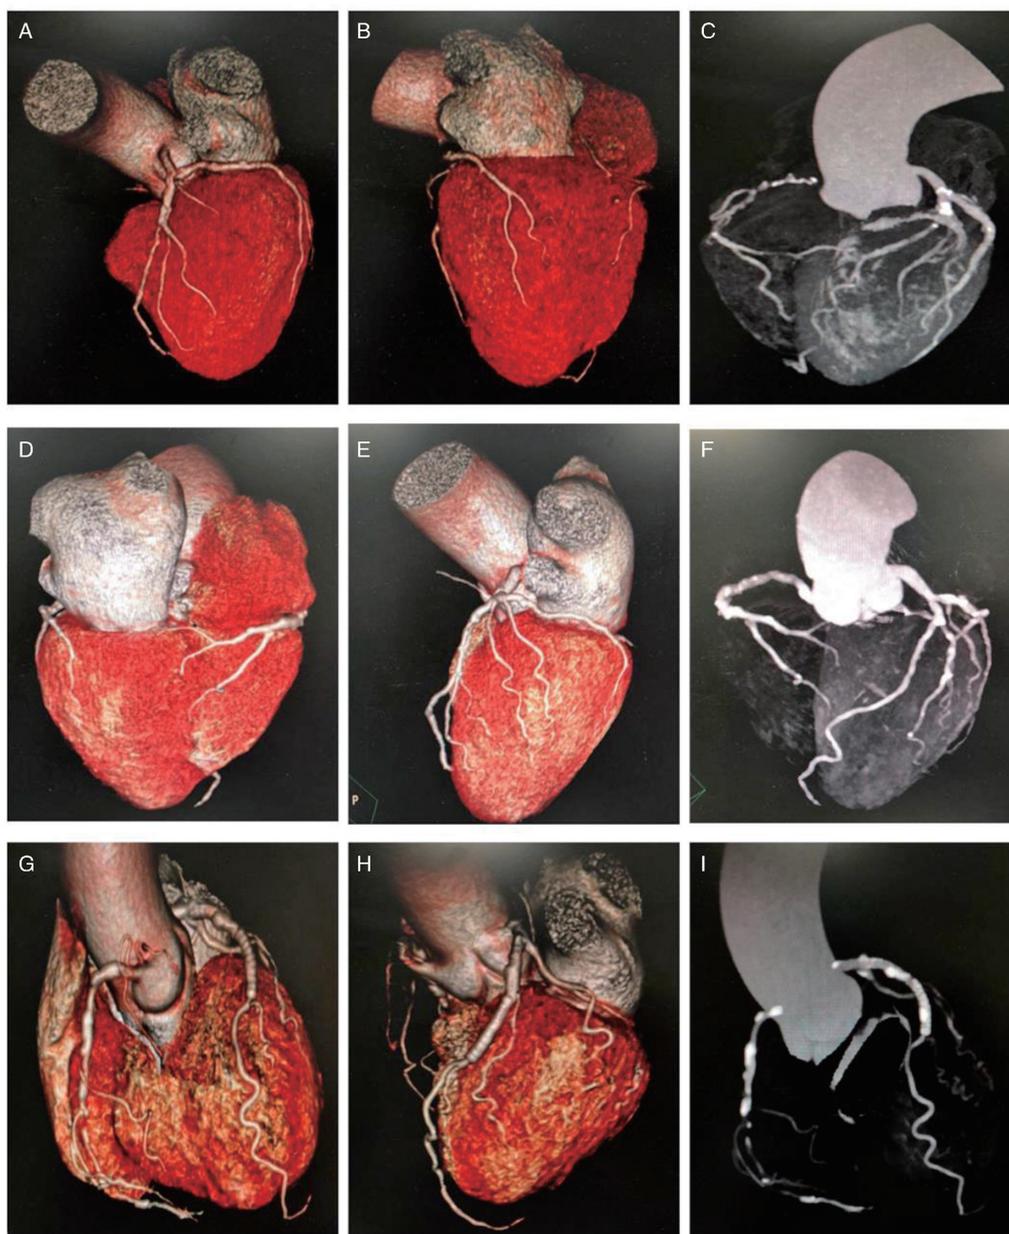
不同钙化程度患者冠状动脉钙化经典 CT 图像及三维重构图 A、B、C 为轻度钙化, CACS 为 35 分; D、E、F 为中度钙化, CACS 为 327 分; G、H、I 为重度钙化, CACS 为 452 分。
